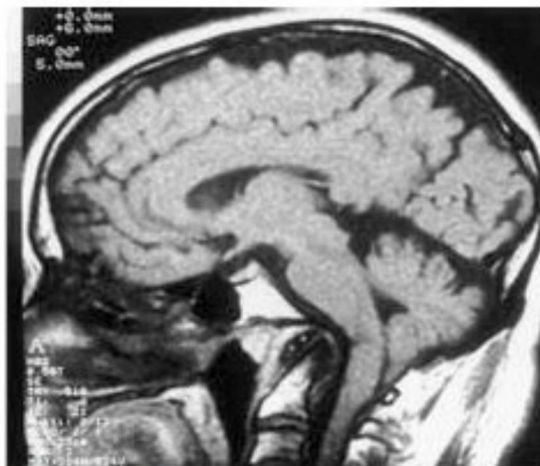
Resonancia magnética de un paciente con impresión basilar que muestra inclinación del tronco encefálico.
